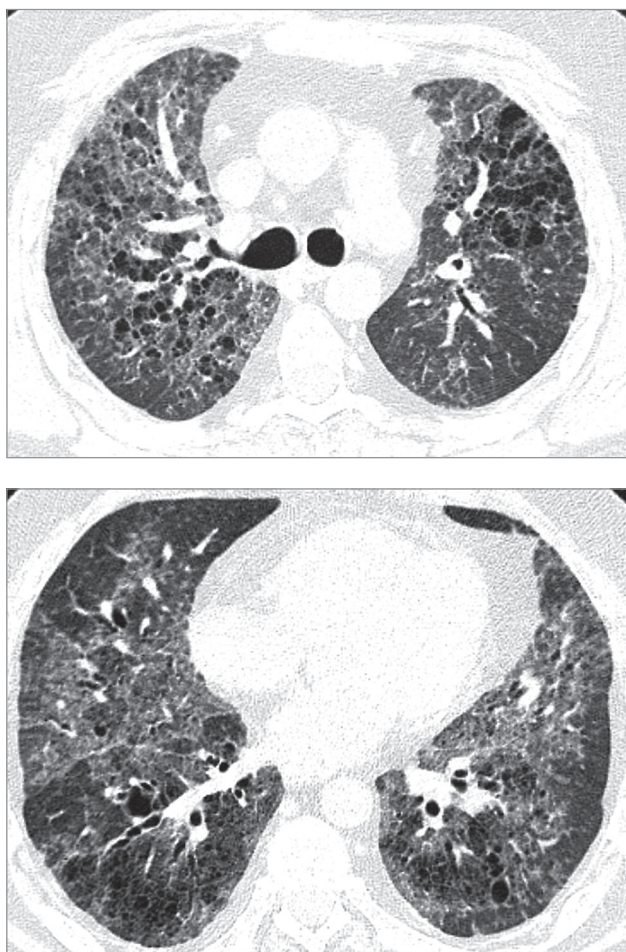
Хронический фиброзный гиперчувствительный пневмонит как результат контакта с птицей. Компьютерная томография
